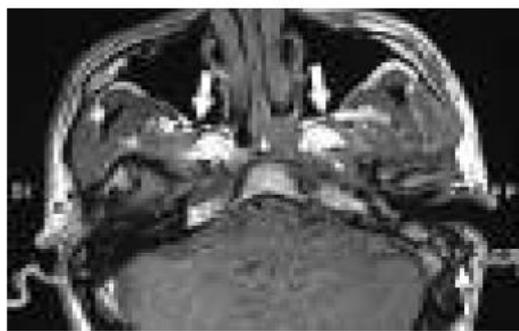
CT dan MRI normal potongan axial nasofaring. (a) TIWI MRI (b) CT menunjukkan anatomi torus tubarius (tanda bintang putih) dan fossa Rossemuller (tanda panah putih).²⁵
